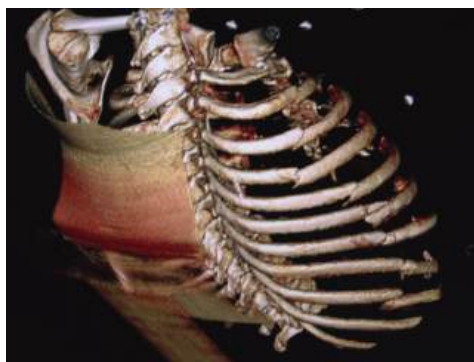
Закрытый перелом ребер II–IX ребер с переднебоковым реберным клапаном справа. 3D МСКТ реконструкция
